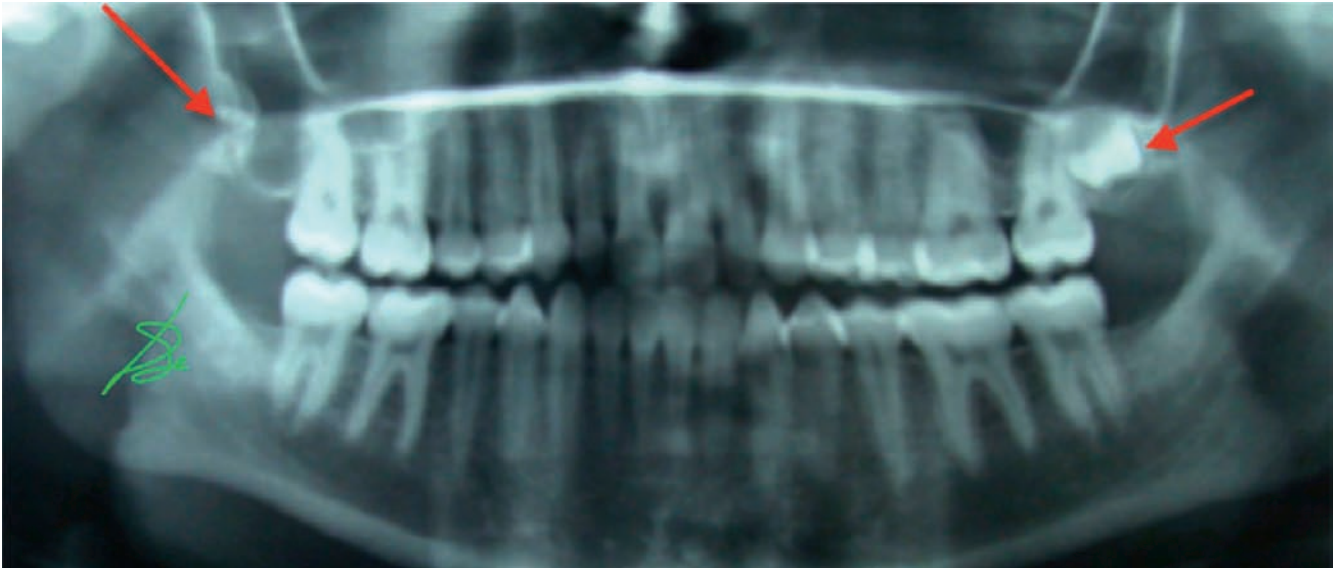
Ortopantomografía de un paciente con compromiso funcional bilateral.
